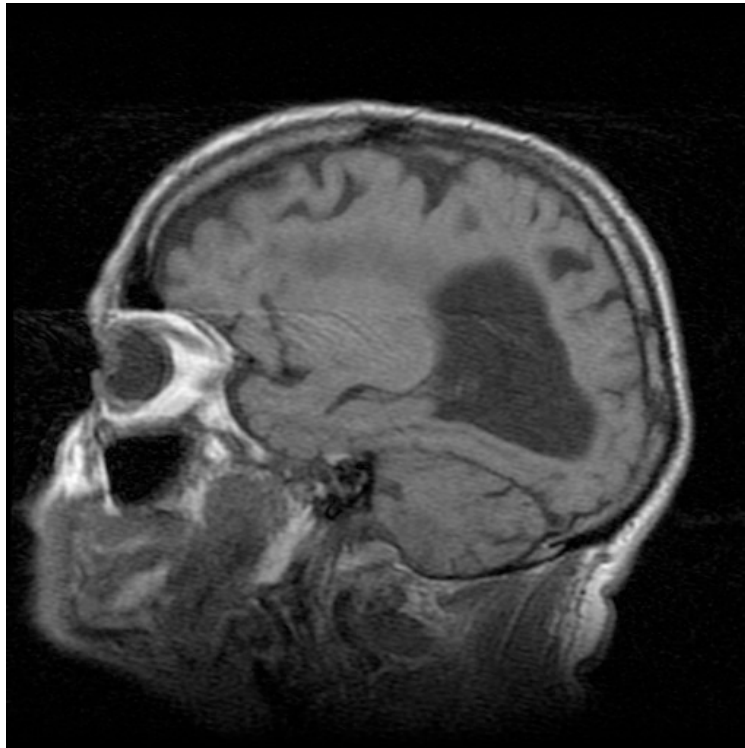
RM del paciente 2. Imagen de Resonancia Magnetica potenciada en T1 corte sagital perteneciente al paciente 2 (ELA con DFT) en la que se aprecia importante atrofia frontal y temporal
